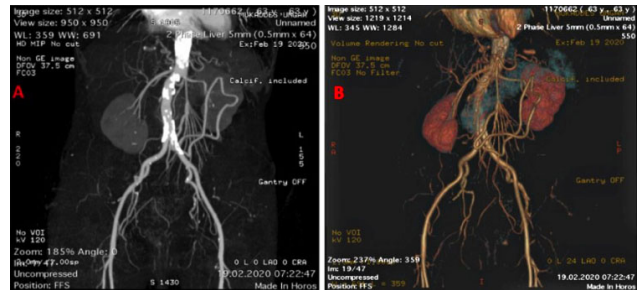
(A, B) Two-dimensional and Three- Dimensional CT angiogram heavy calcification of the abdominal aorta above and below the renal arteries. The inferior mesenteric artery (IMA) formed a collateral circulation with the SMA.
